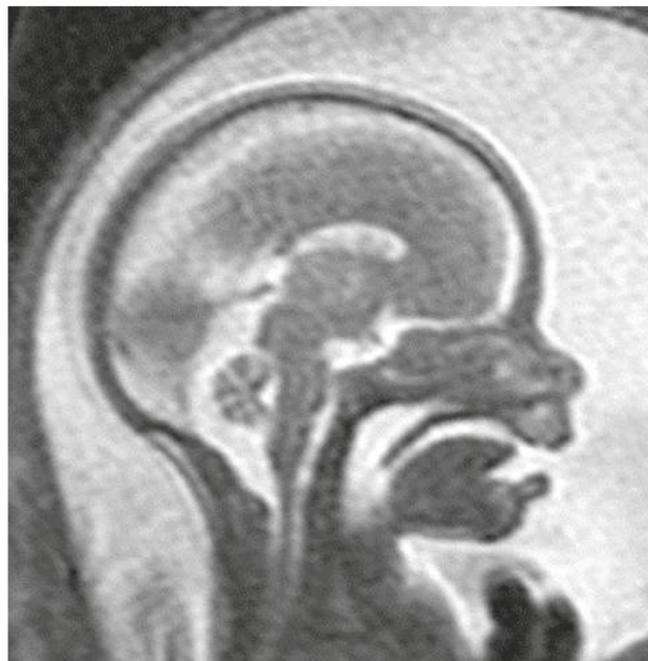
Imagen de resonancia magnética sagital potenciada en T2 de un feto de 21+5 semanas, que muestra perfil con paladar intacto.
